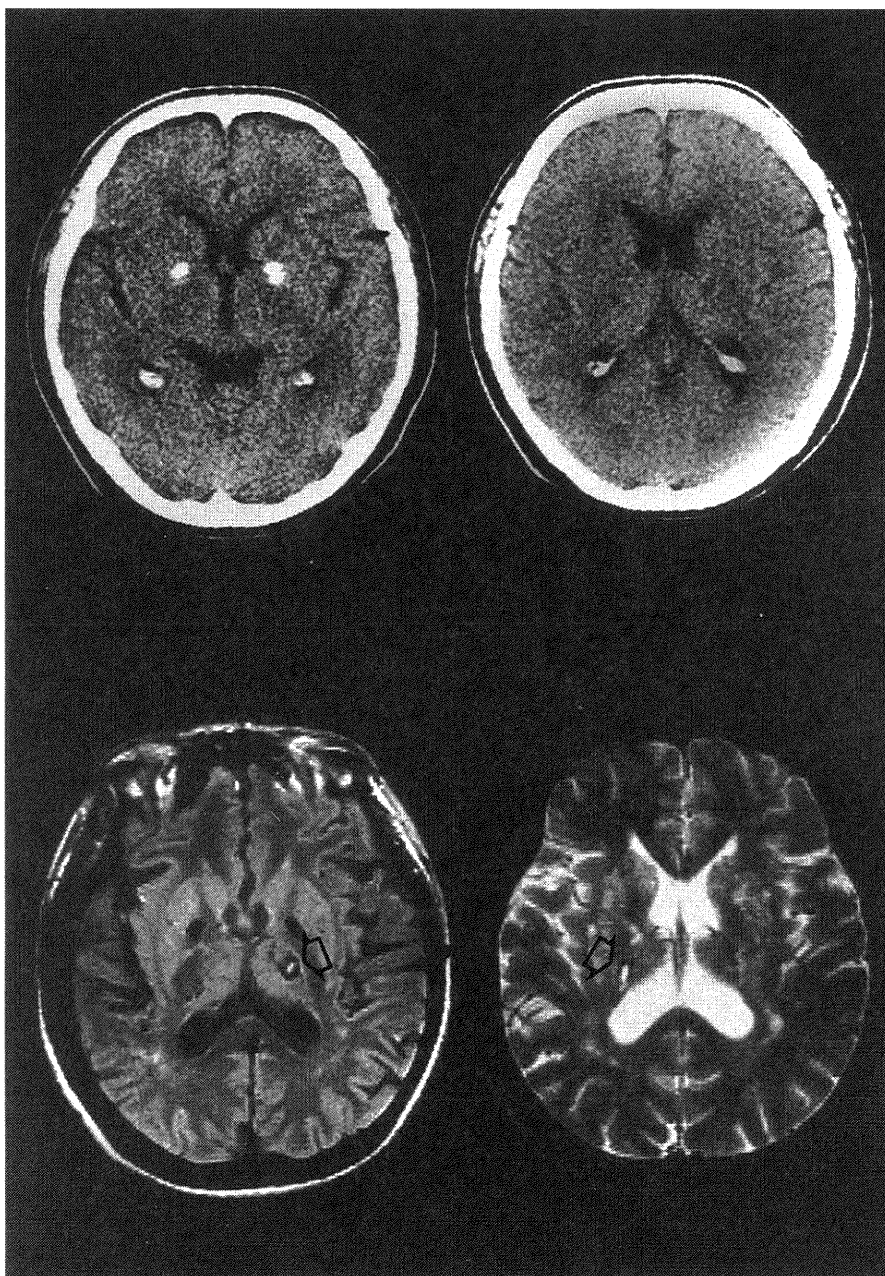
OCH を有する症例 6. 上段は入院時の CT. 両側 pallidum の石灰化と両側視床の不明瞭な LDA を認める. 下段は同じ時期の MRI (左は弱 T2w, 右は T2w 画像). 右視床の OCH (T2w での矢印) が今回の責任病巣と考えられる.
